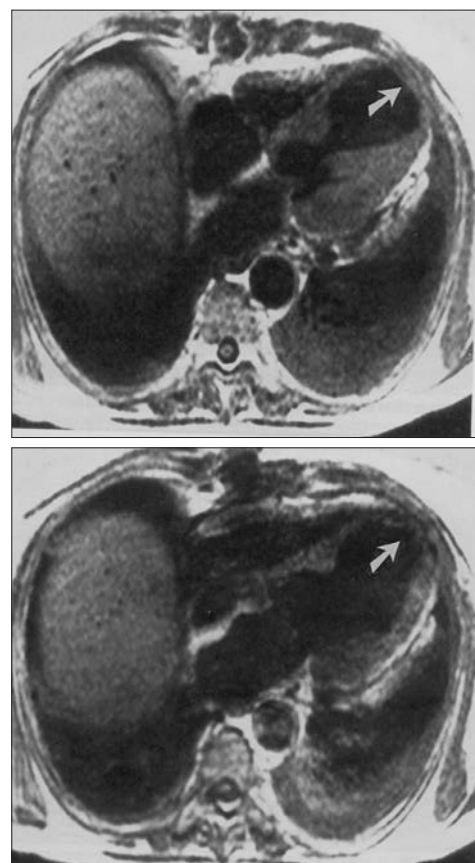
МРТ-зображення ЛШ в поперечному перерізі в систолу і діастолу
